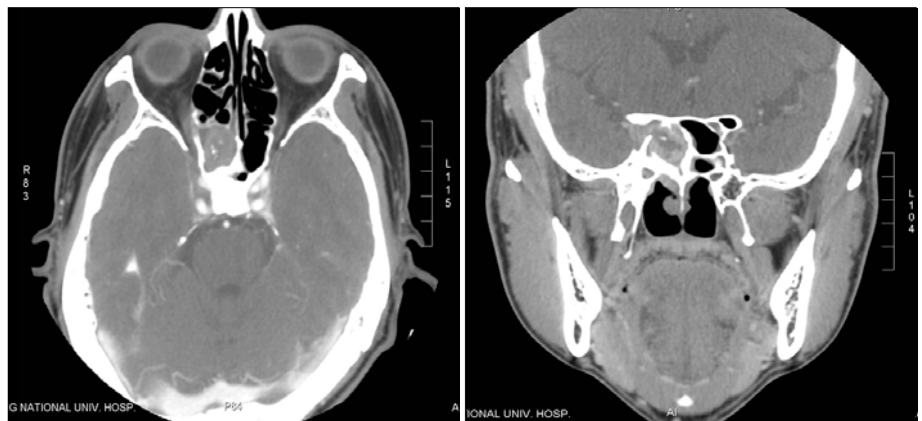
Preoperative contrast-enhanced CT scan shows sphenoid recess and the sphenoid sinus on the right side are obliterated with opacity and hyperdense foci are localized in the right sphenoid sinus. There is a small bony dehiscence or erosion on the lateral wall of the right sphenoid sinus.
